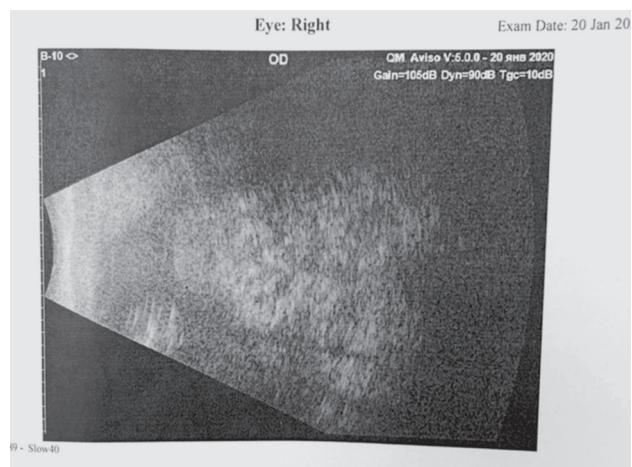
УЗИ от 21.02.2020 г. Слезная железа увеличена, просматривается капсула, содержимое гетерогенное, плотное
